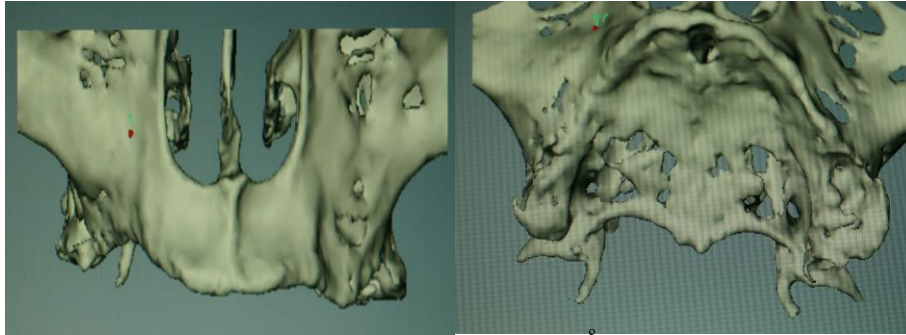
Tomografía computarizada⁸.
